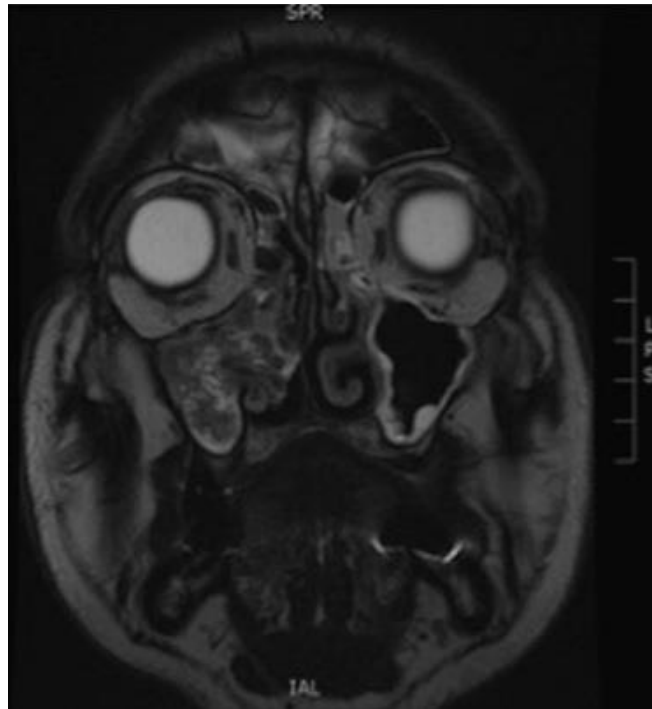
Papillome inversé (IRM en coupe frontale en séquence T2). Masse atteignant le sinus maxillaire, l'ethmoïde et la fosse nasale droite présentant un aspect de circonvolutions cérébriformes, évocateur de papillome inversé. (77)
